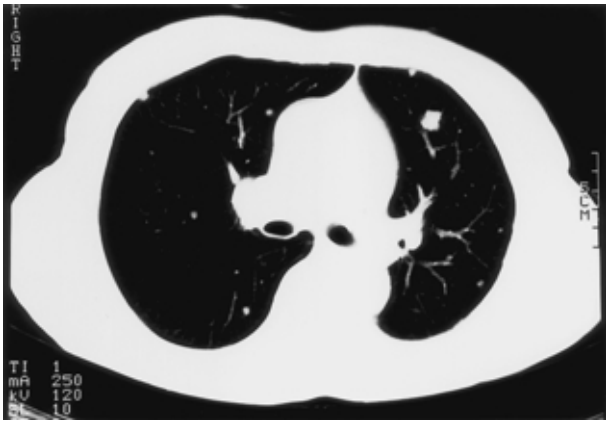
Chest CT shows bilateral multiple nodules.
